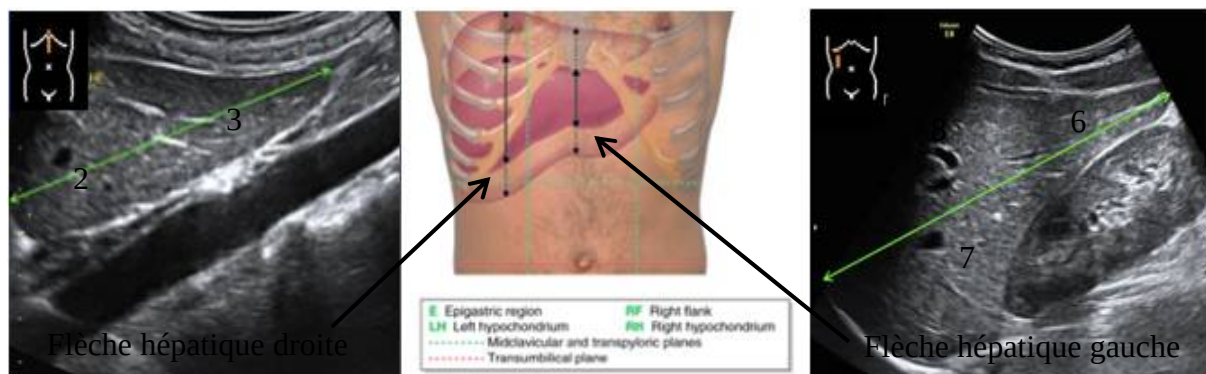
Images échographiques, montrant les flèches hépatiques droite et gauche[10]
